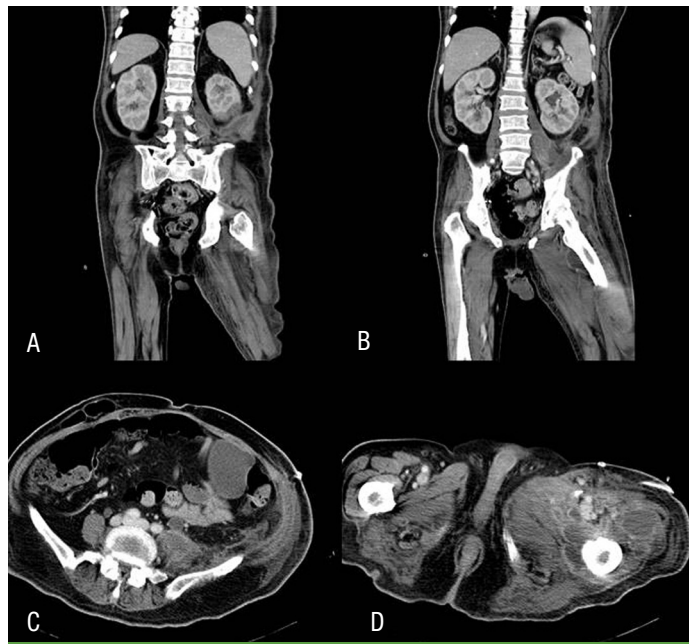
Contrast-enhanced CT scan shows improved left perinephric abscess and left iliopsoas intramuscular abscess after amphotericin B therapy (A-D).
